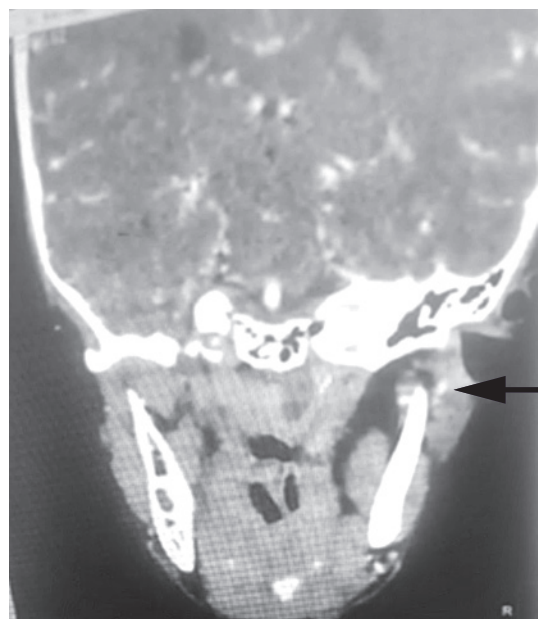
КТ органов головы и шеи, абсцесс носоглотки (указан стрелкой)
